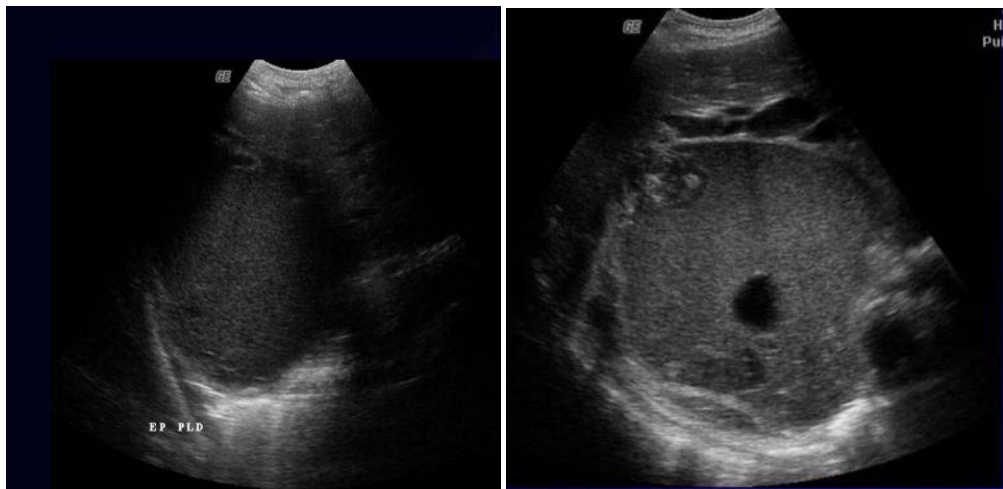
Images échographiques d'un pyothorax.
